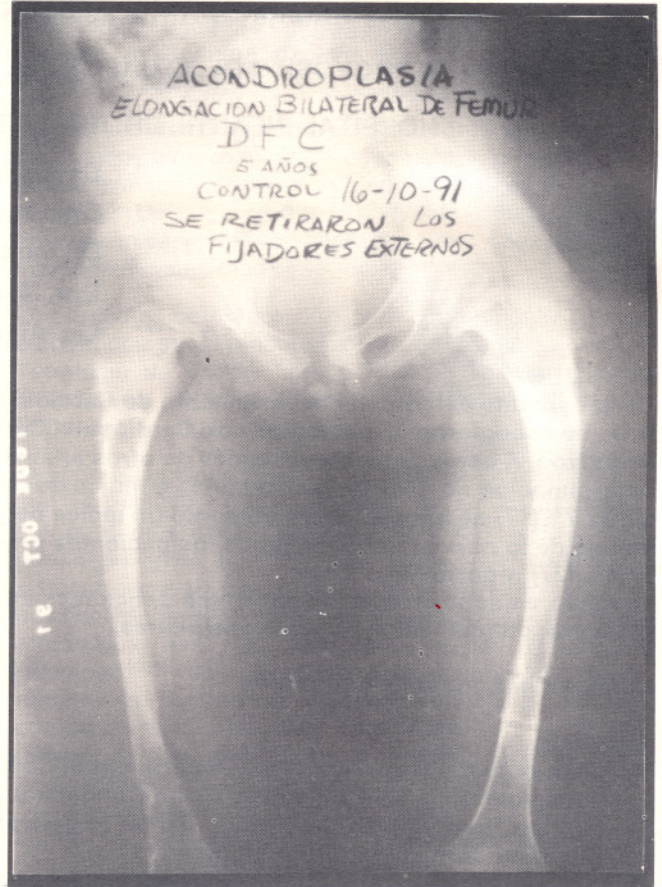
Radiografía que muestra ambas diáfisis femorales elongadas en 10 cm., un día después de haberle retirado ambos fijadores.
